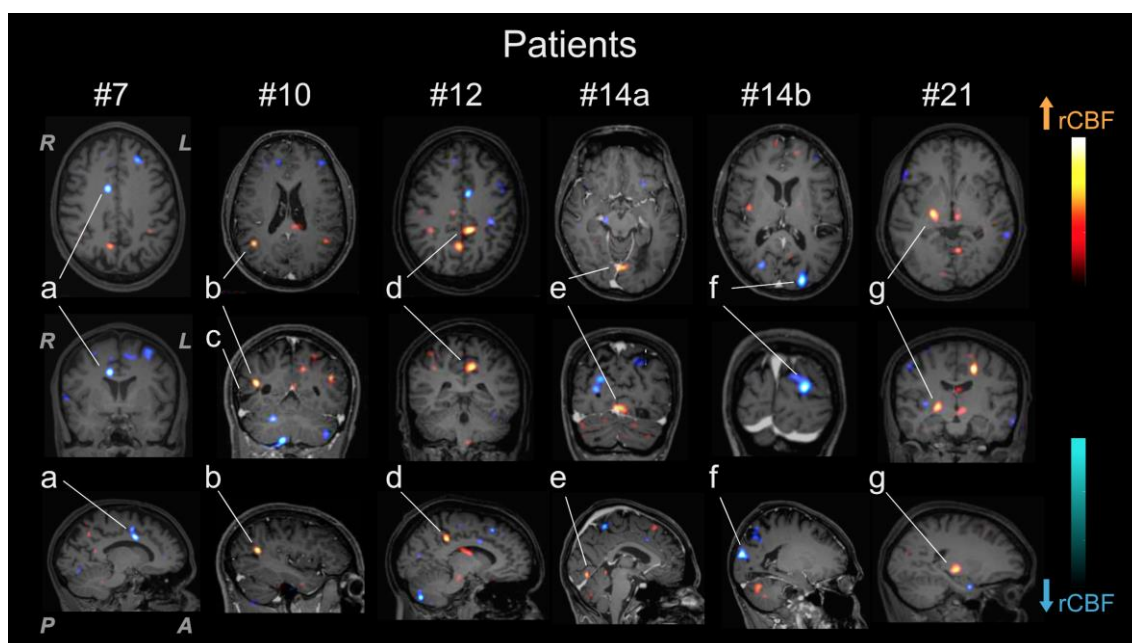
Evolução das mudanças de FSCr em LESNP. Subtração SPECT co-registrado com RM (SISCOM). Paciente #7, 32 anos, LESNP com psicose e convulsão. RM inespecífica e 1o SPECT mostrou hiperperusão em GCA, GCP, LF, e hipoperusão em LP e LOD, Após a pulsoterapia, o 2o. SPECT mostrou hiperperusão em LP, LO direito e GCA e GCP e hipoperusão em LOE, LTE. O SISCOM mostrou hiperperusão em LPD, LOD, sugerindo reperusão e hipoperusão em LP e GCA (a), sugerindo desativação ativação dessas áreas, associada à recuperação da ansiedade e do vício. Paciente #10, 38 anos, LESNP com alucinações visuais, cefaléia e esquecimento. RM sugeriu vasculite LOD (c), e 1o. SPECT hipoperusão em LT, LPE e LO Após a
